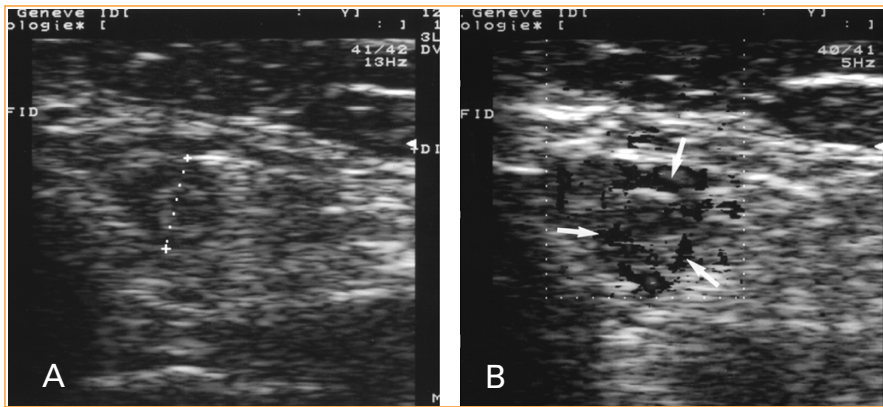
Appendicite à l'ultrasonographie de la fosse iliaque droite par voie trans-abdominale.
